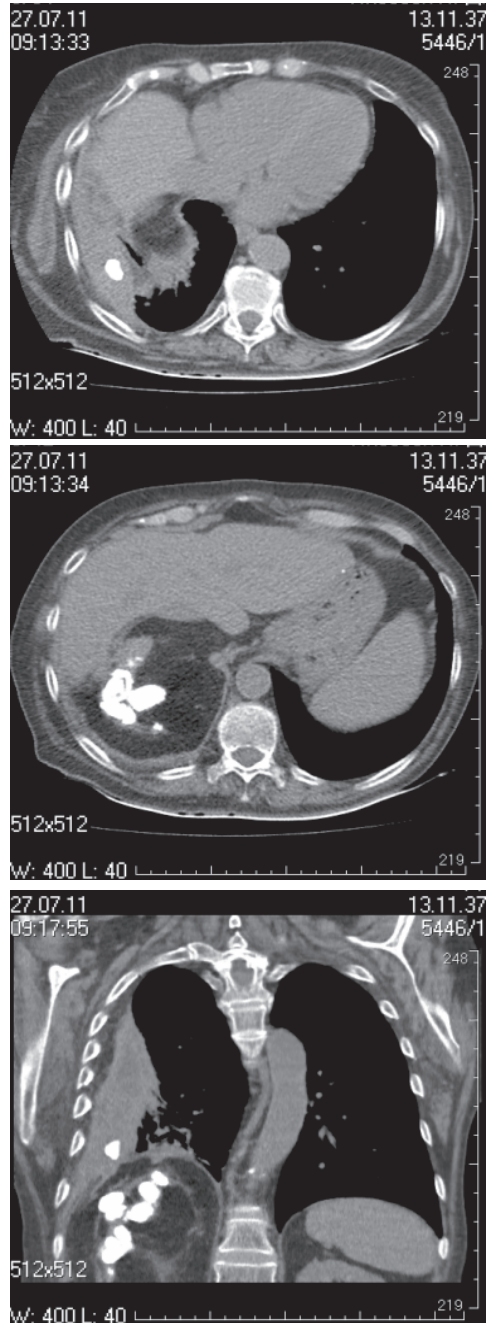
Компьютерные томограммы проекции грудной клетки и почек
